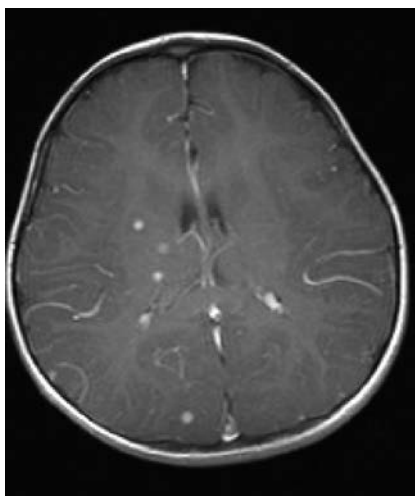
МРТ головного мозга пациента с туберкулезным менингитом
